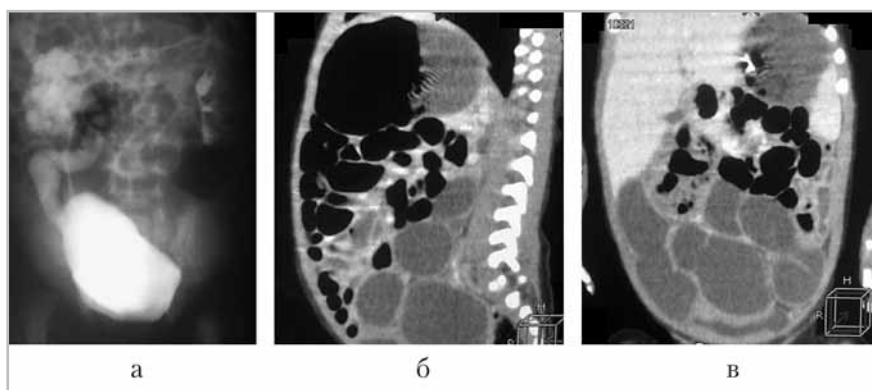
Лучевые изображения сочетанной аномалии почек: *a* — урограмма, 40-минутный снимок; мегауретер справа, функция левой почки снижена, мегауретер слева не определяется; *б, в* — КТ, сагиттальный и фронтальный срезы: в нижних отделах живота определяется многокамерное объемное образование, ошибочно расцененное как лимфангиома
